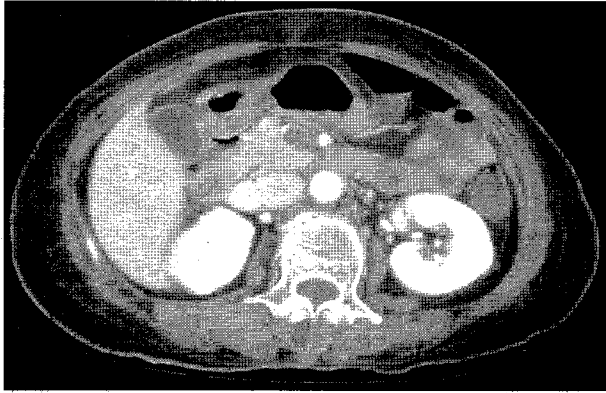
Abdominal CT shows superior mesenteric venous thrombosis (Case 2).
